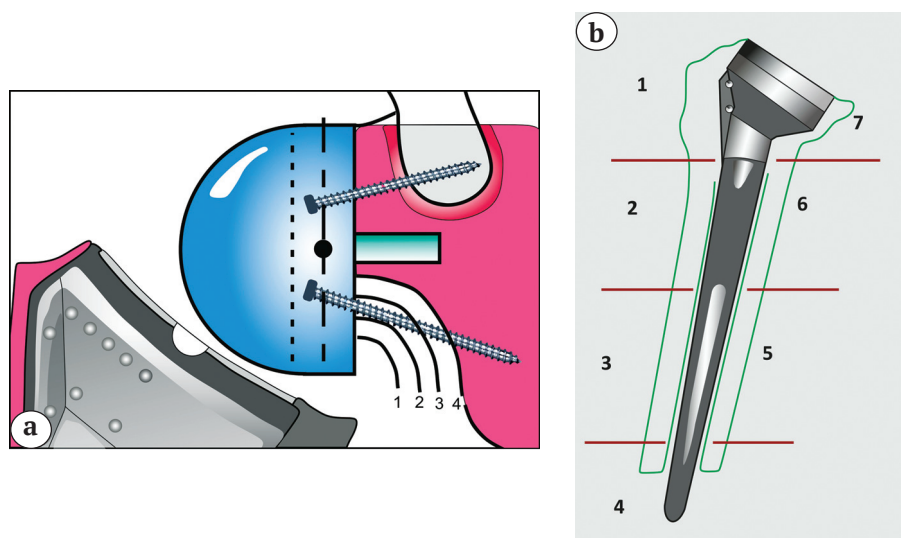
Степени выраженности лопаточного нотчинг-синдрома по F. Sirveaux (а); зоны рентгенологических изменений перипротезной костной ткани по классификации T. Gruen, адаптированной к диафизу плечевой кости (b)
